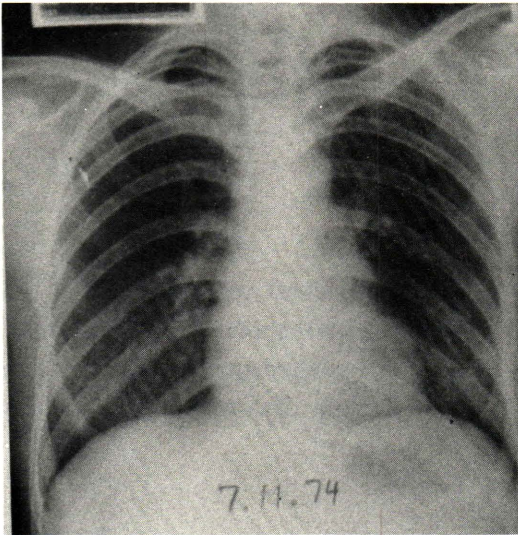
A postero-anterior chest radiograph taken on November 1, 1974 showing no abnormality.
